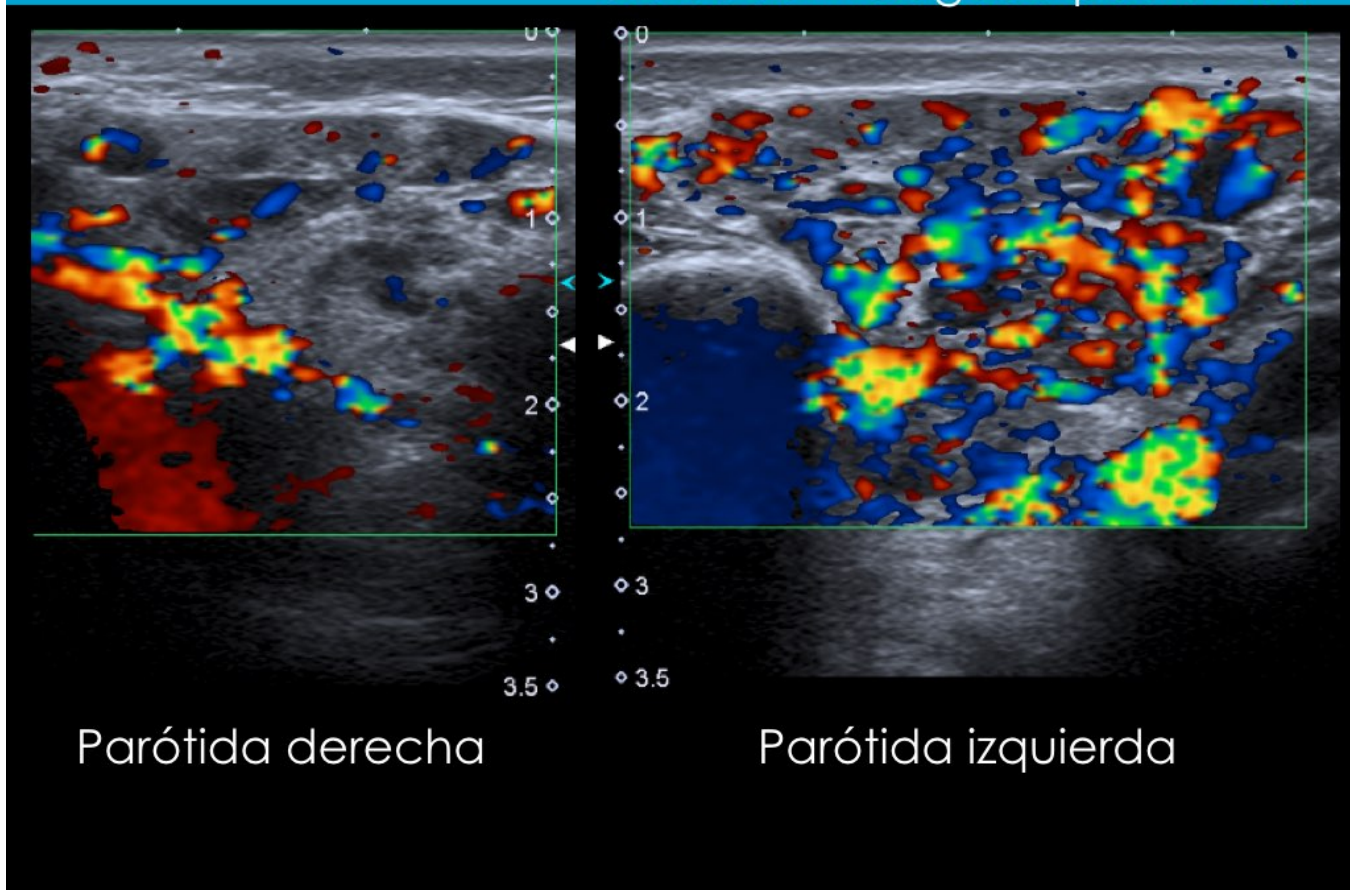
Ecografía. Paciente de 10 años con sialoadenitis aguda. El estudio doppler muestra aumento de la vascularización glandular bilateral de predominio izquierdo.
